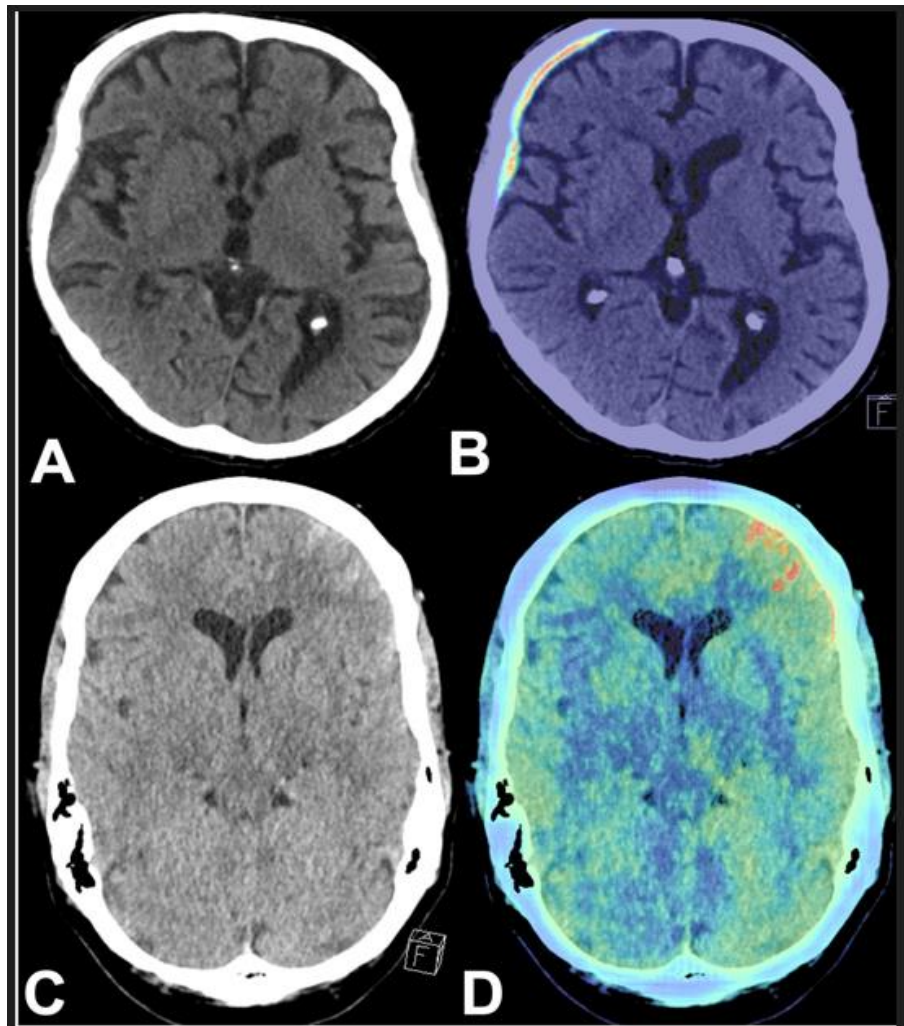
TDM axiale sans contraste montrant un HSD mince de l'hémisphère frontotemporal droit et une HSA traumatique des lobes frontal et temporal gauches, accompagnée des résultats de l'analyse IA sous forme de cartes à code couleur.
